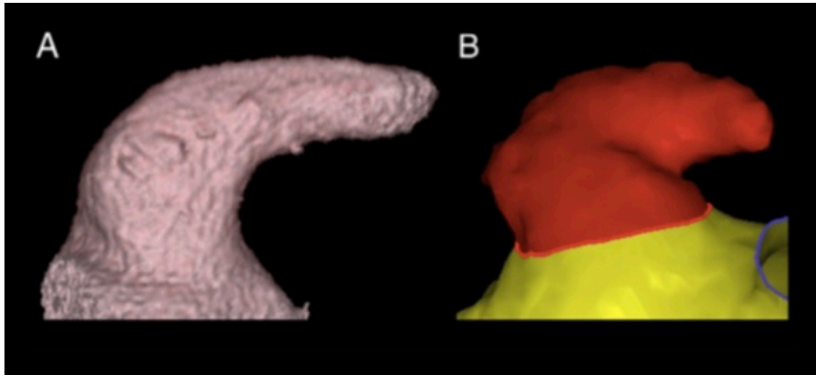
„Chicken-Wing“-Typ (A) Computertomographie (CT) und (B) Magnetresonanztomographie (MRT) (Di Biase et al. 2012). Die Verwendung erfolgt mit freundlicher Genehmigung von Elsevier.
